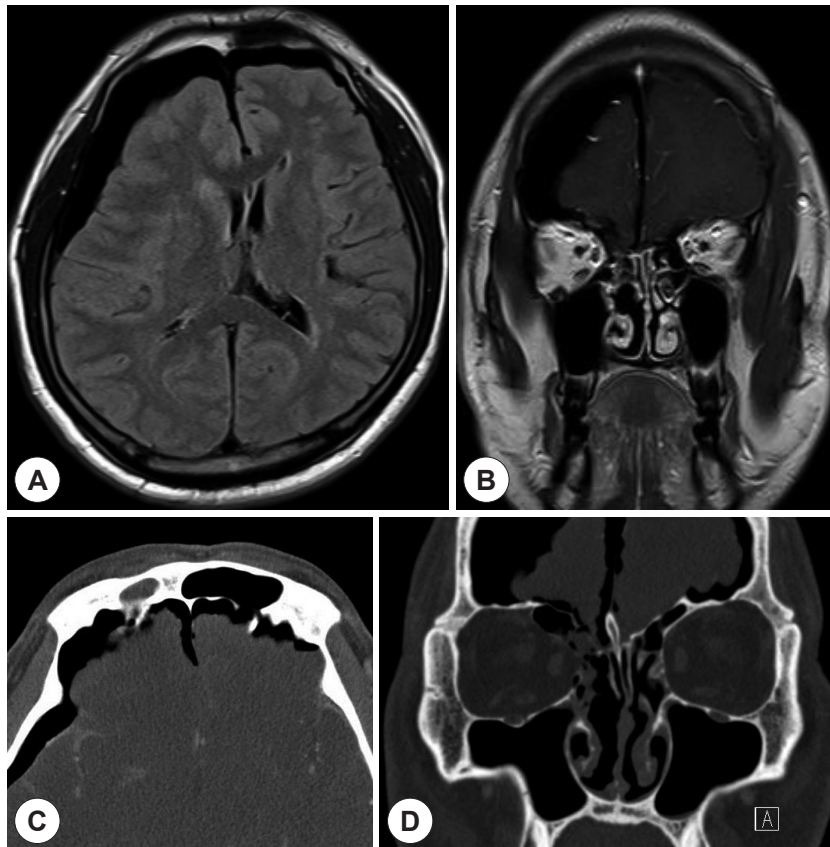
The 10th postoperative images. Brain MRI T1 WI show pneumocephalus at frontal convexity compressing right frontal lobe, a left midline shift of brain and mild meningeal enhancement on axial (A) and coronal (B) image. Post-contrast PNS CT shows air collection at right frontotemporal region and a small bony defect at lateral lamella on axial (C) and coronal (D) image.
